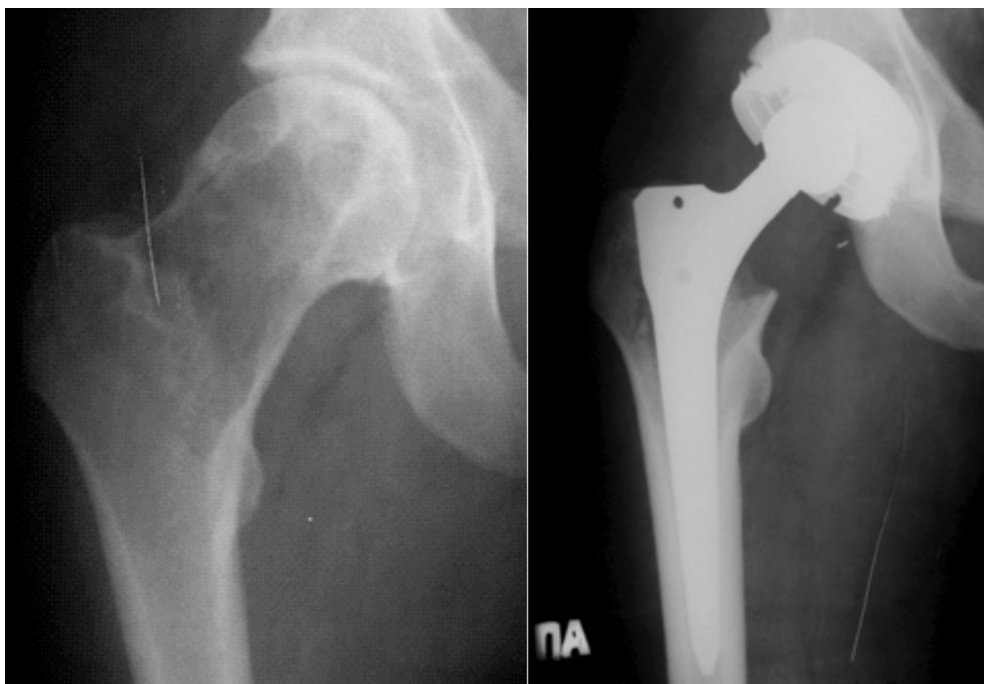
Рентгенограммы в прямой проекции правого тазобедренного сустава больного Ф. до и после лечения
